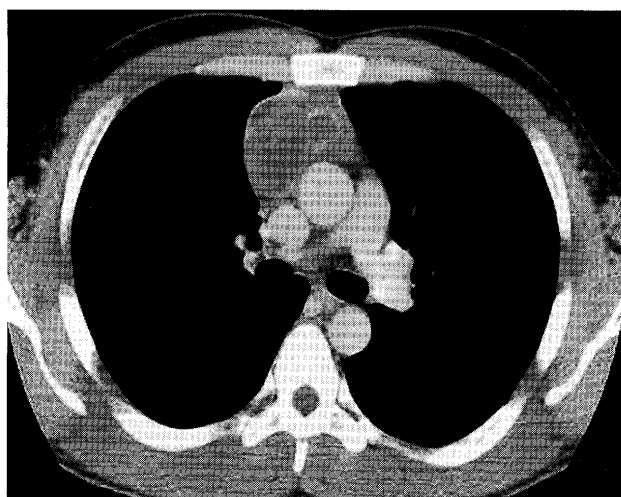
Chest CT three weeks after admission showed irregular low density areas within the tumor measuring 5.2×6.1×7.0cm.
